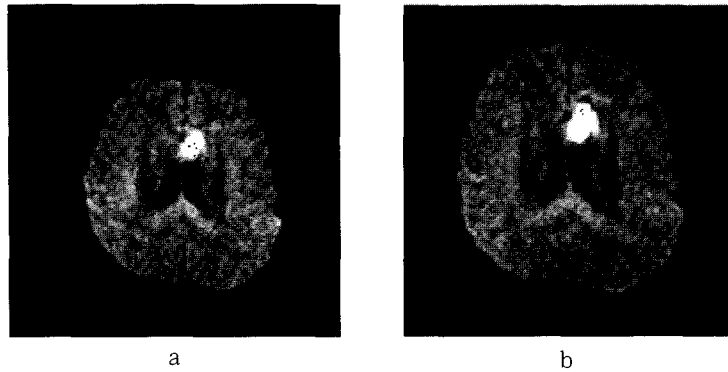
a. Original echo planar imager(DWI)
